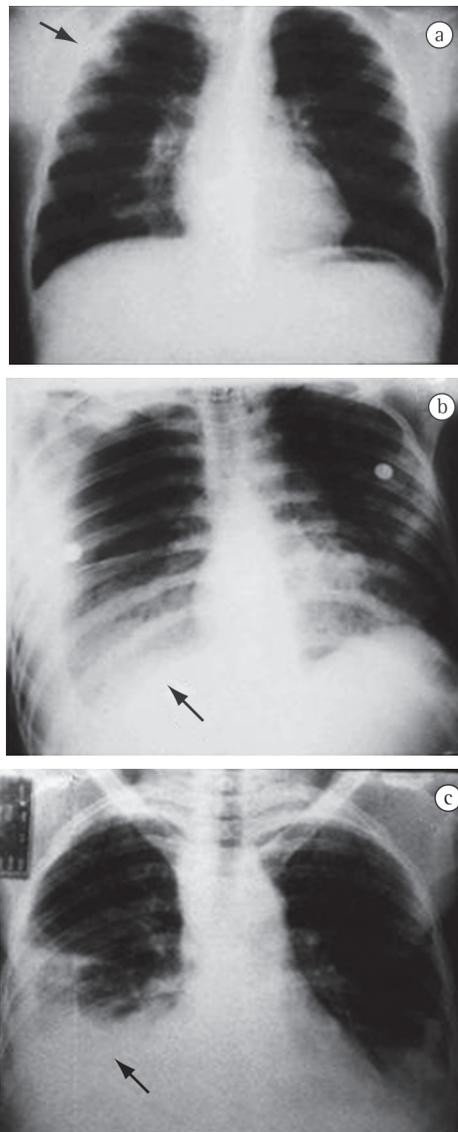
Radiografias de tórax selecionadas dentre os casos. Radiografia simples de tórax evidenciando: a) cavidade de limite bem definido junto à pleura no lobo superior direito; b) extensa opacidade alveolar com broncograma aéreo no lobo inferior direito; e c) opacidades alveolares nos lobos inferiores, com derrame pleural à direita.
